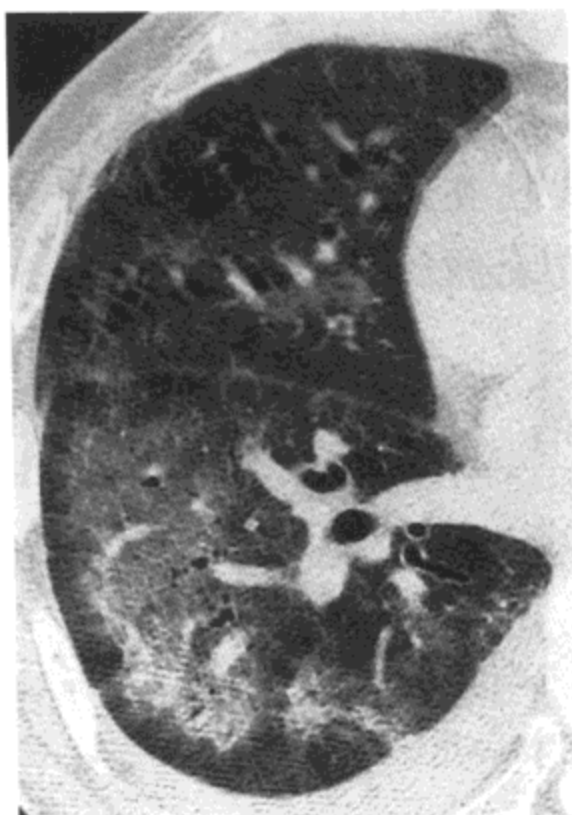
Churg–Strauss 综合征。右肺的高分辨率 CT 影像示磨砂玻璃密度与肺实变区。病人男，71 岁。
